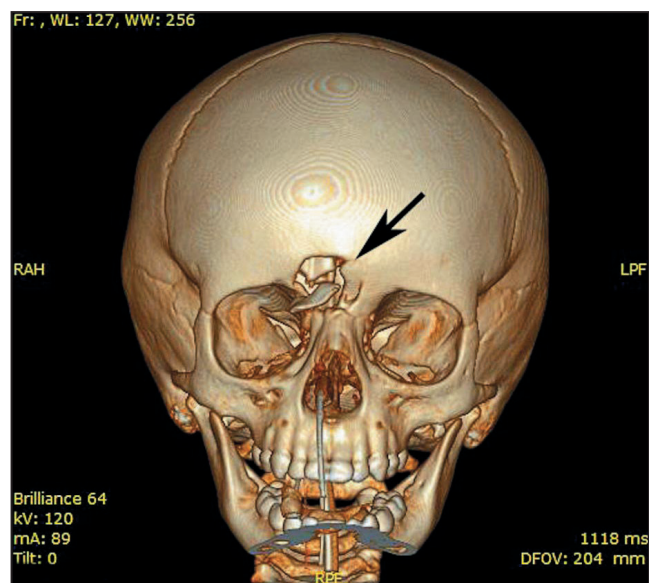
3D-реконструкция повреждений черепа во фронтальной проекции по результатам компьютерной томографии черепа В. (стрелкой указано отверстие, через которое пуля попала в полость черепа).
